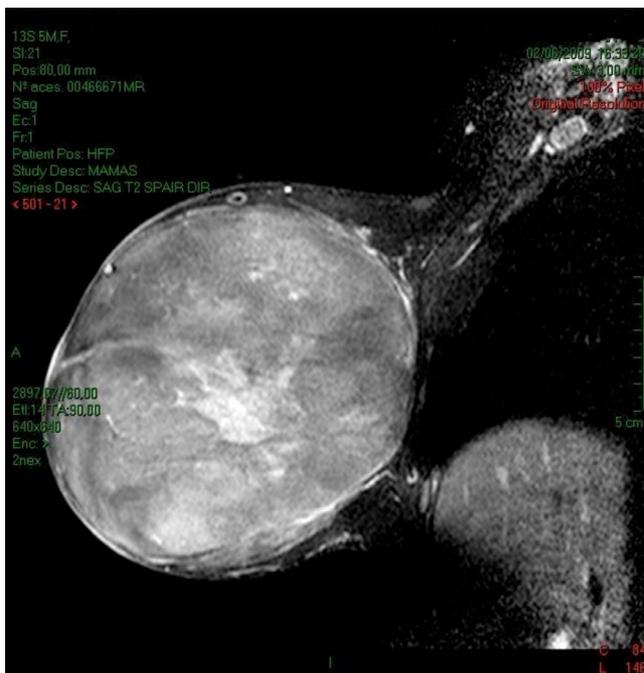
Ressonância magnética mamária. Evidência volumosa, massa acometendo todo corpo mamário à direita
